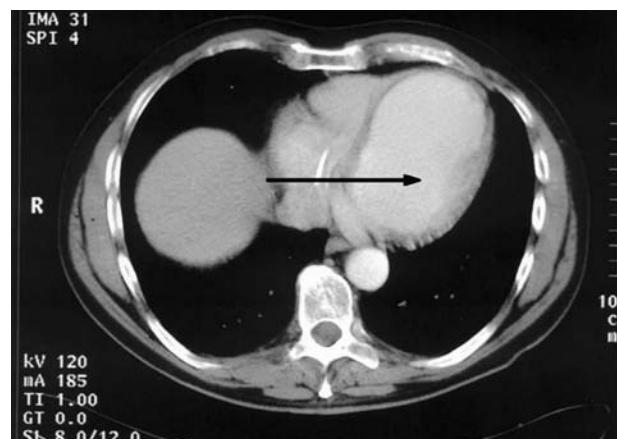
Tomografía computarizada. Aneurisma ventricular y trombo mural.
